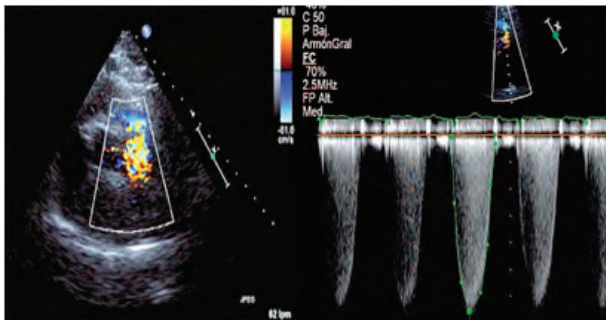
Eco 2D Eje corto de los vasos y doppler continuo en paciente con estenosis valvular pulmonar.
